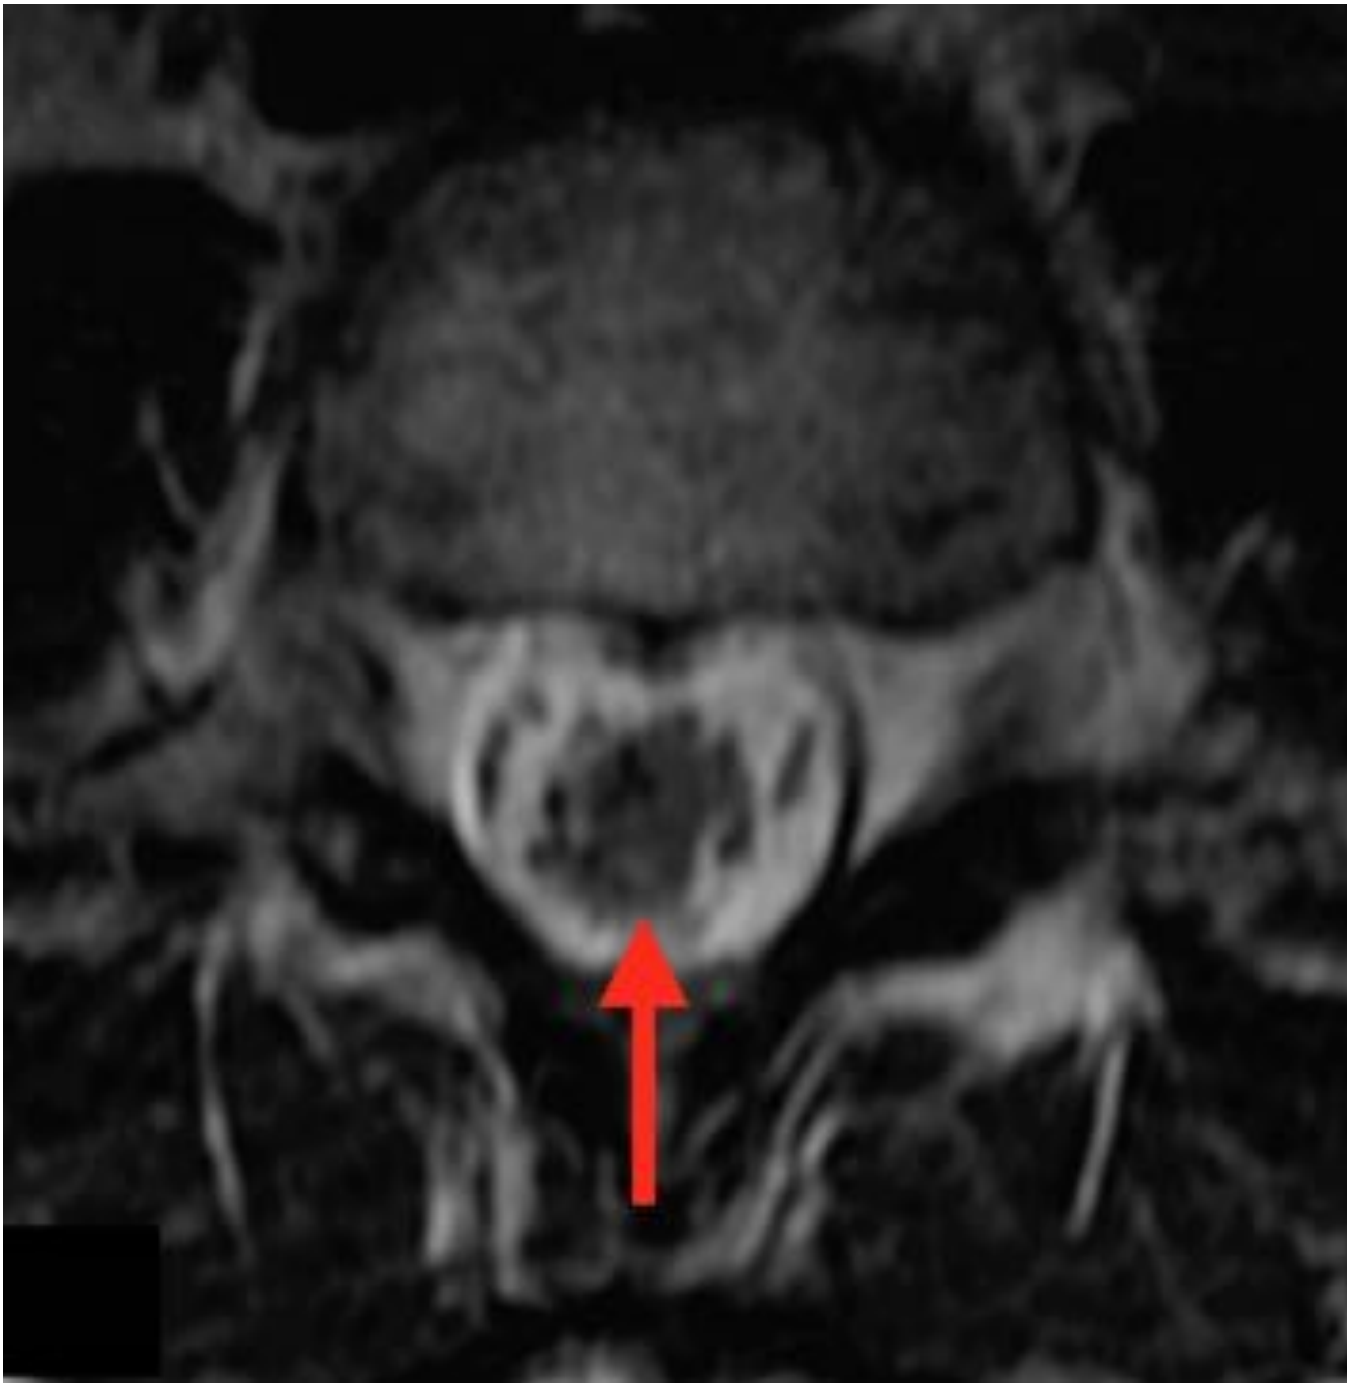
Ependimoma mixopapilar del filum terminal en una mujer de 42 años de edad. Imagen de RM axial potenciada en T2 (B) que revela una masa central de señal heterogénea.
